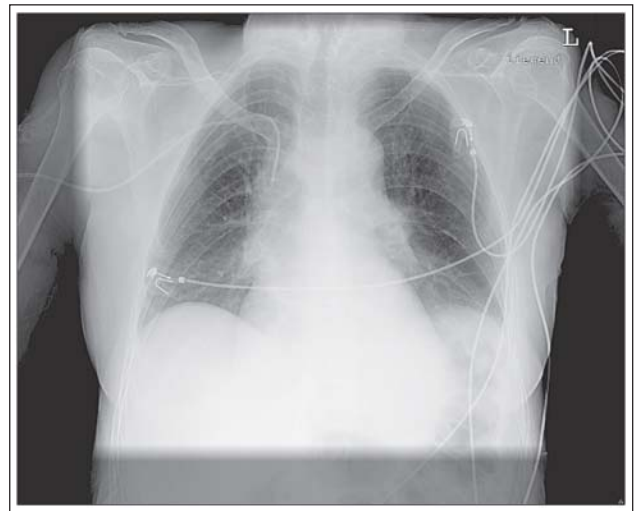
Thoraxröntgen: keine signifikanten Stauungszeichen
